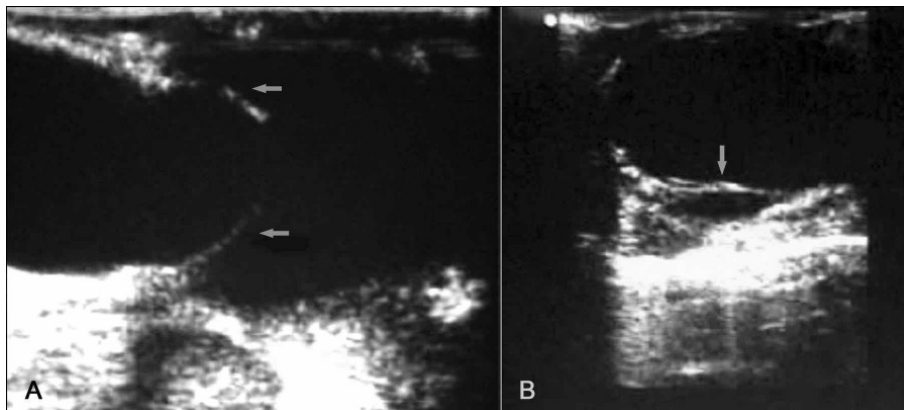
Darstellung einer implantierten Klappe mittels Sonographie (Taschen durch Pfeile markiert) A) im sagittalen Schnittbild, B) im transversalen Schnittbild
